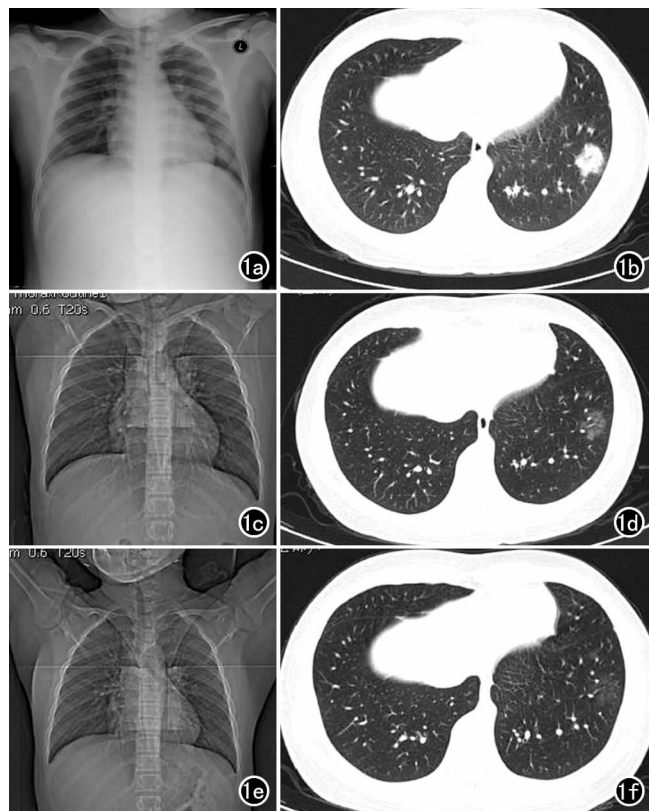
甲型 H1N1 流感合并病毒性肺炎。a) 发病后第2天床旁胸片显示左下肺似有小片状影; b) 发病后第2天胸部高分辨力CT示左肺下叶外基底段片状高密度影,边缘清晰; c) 发病后第9天胸部高分辨力CT定位像示双侧肺野内清晰; d) 发病后第9天(6月8日)胸部高分辨力CT示左下肺外基底段膜玻璃密度片状影,密度较前次检查明显变淡; e) 发病后第16天胸部高分辨力CT定位像显示肺野内清晰; f) 发病后第16天胸部高分辨力CT显示左下肺外基底段淡片状影,边缘不清。
